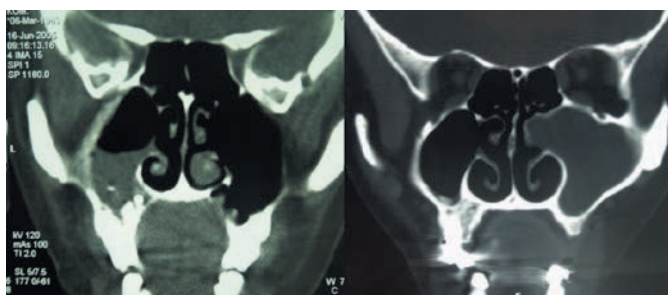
Компьютерная томография верхнечелюстных пазух: больные А., 36 лет, и С., 32 лет
